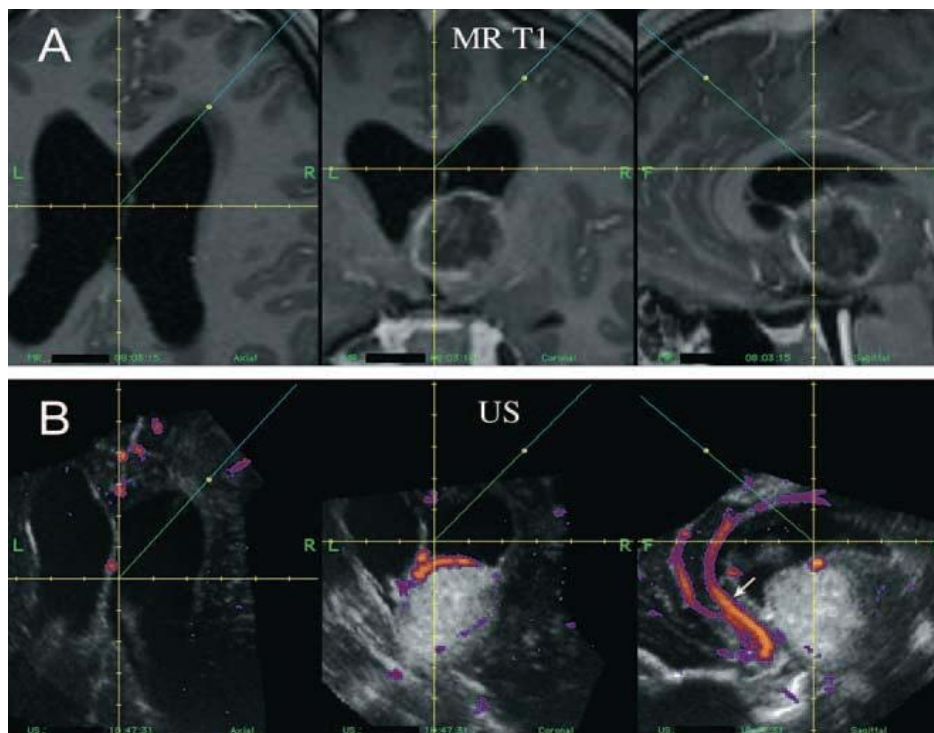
Comparaison entre images IRM pré-opératoires (A) et échographie per-opératoire (B) (de gauche à droite : plan axial, coronal et sagittal) illustrant la compensation du brain shift et montrant une artère pericallosale à préserver (Unsgaard et al. 2006)
